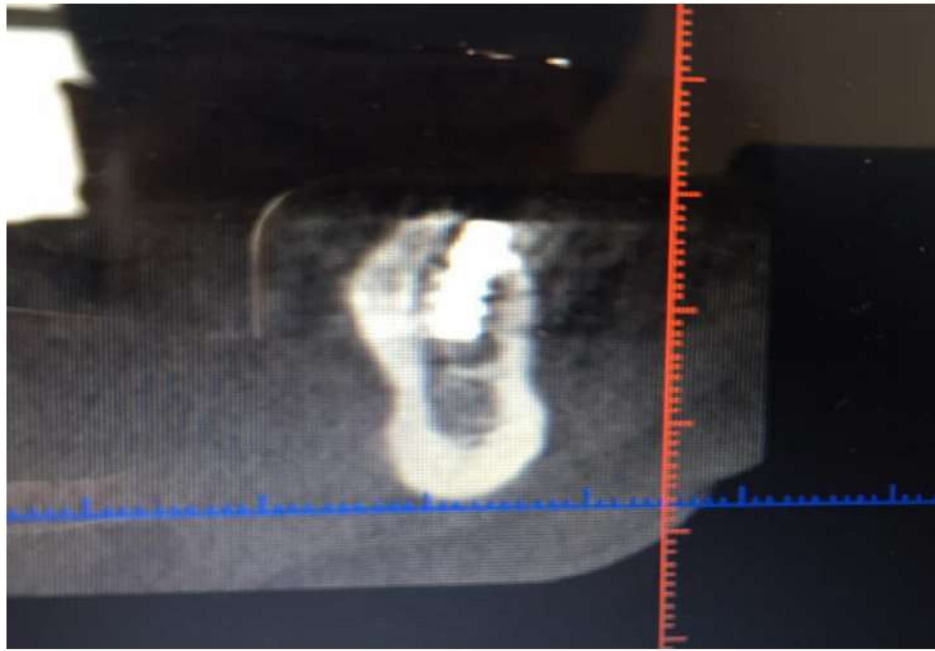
Поперечный срез компьютерной томографии в области 36 зуба, сдавливание нижнего альвеолярного нерва.
